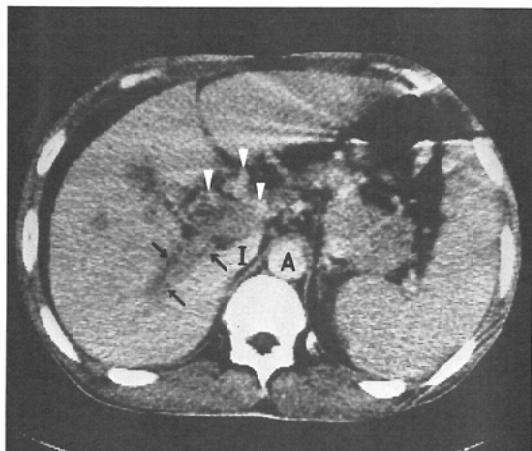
Postcontrast CT scan at the level of the porta hepatis shows a low density thrombus in the main portal vein and its intrahepatic branches (arrows). Some collateral channels are seen anterior to the thrombosed portal vein (arrowheads) (A=aorta, I=inferior vena cava)
